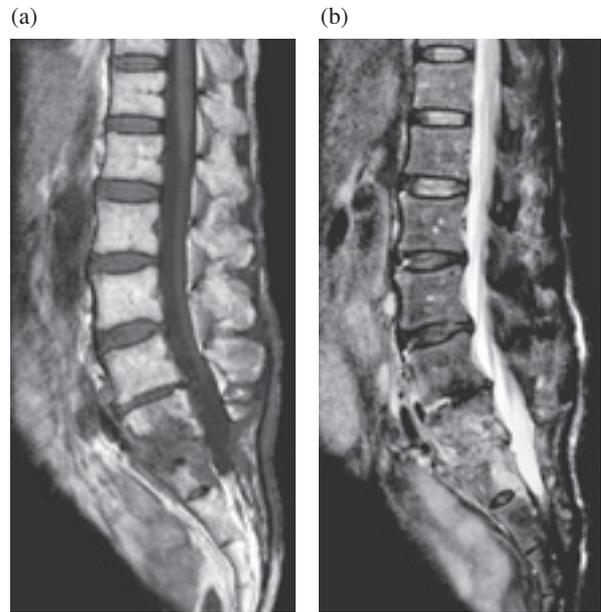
Lumbar MRI after surgery and chemotherapy. T1 (a) and T2 (b)-weighted images show improved osteomyelitis and paravertebral abscess.
